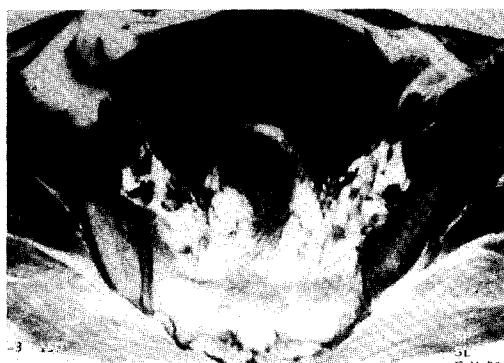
Axial CT shows a left semi-solid mass that extended to rectosigmoid colon.
